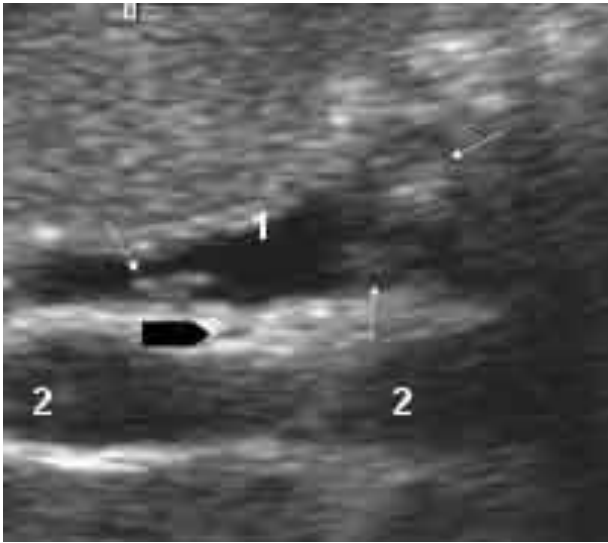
esame ultrasonografico – dilatazione della via biliare principale(1)
